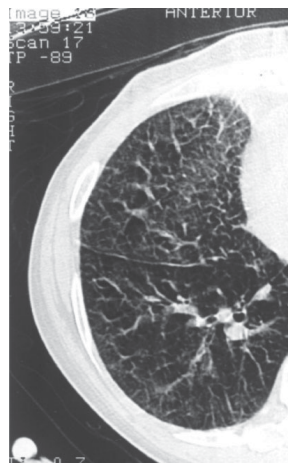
Ampliación de tomografía de tórax de alta resolución del hemitorax derecho con evidencia de patrón de vidrio esmerilado y líneas septales prominentes.
